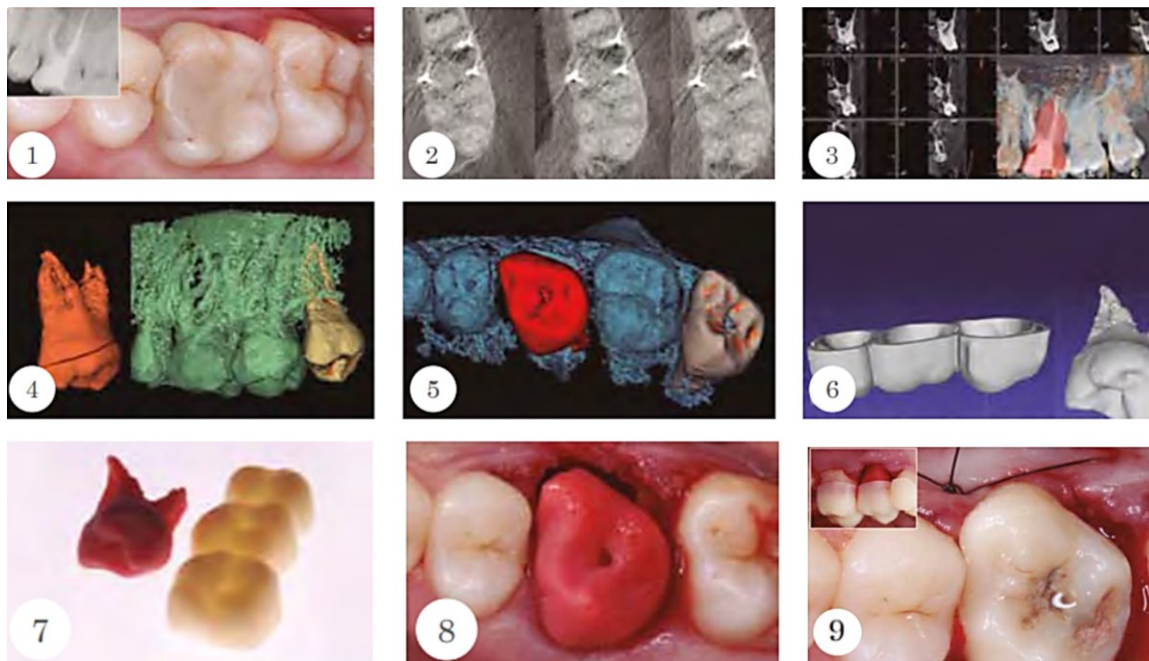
Autotransplante assistido digitalmente. 1 – Análise clínica e radiográfica da situação inicial. 2 – Aquisição digital por CBCT. 3 – Processamento de dados. 4 – Segmentação do dente dador e do local recetor. 5 – Planeamento virtual da cirurgia de autotransplante. 6 – Software de edição: imagens geradas por CAD/CAM - objetos 3D. 7 – Fabricação de objetos impressos em 3D. 8 – Cirurgia de autotransplante: Utilização de réplica 3D. 9 – Cirurgia de autotransplante: Férula de verificação. Imagem retirada de (Abella et al., 2022).
